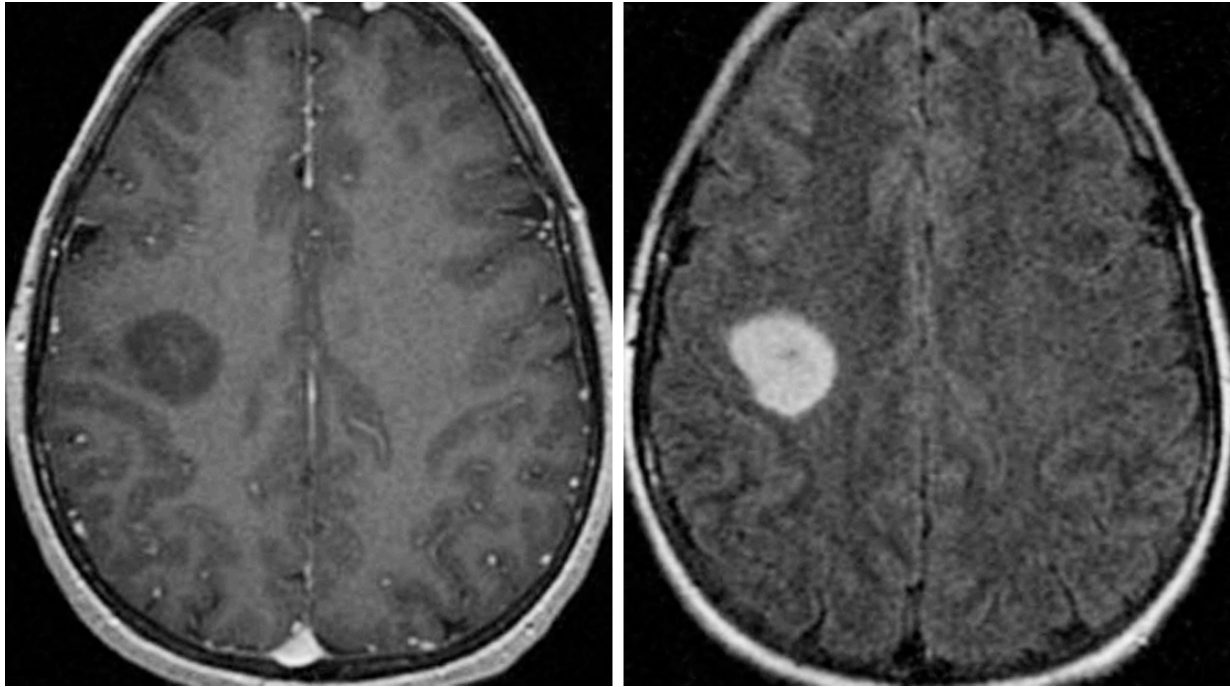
T1WI 增强相（左图）和轴位 FLAIR（右图）影像，可见一十分局限的浸润性病灶，累及大脑皮层和白质。此低级别肿瘤未见明显强化。
